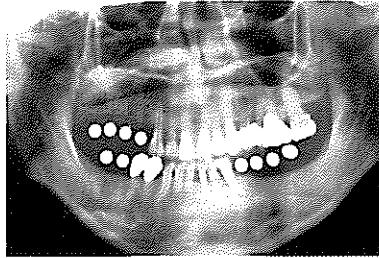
구강내 radiographic stent를 장착한 상태의 술전 파노라마 사진
